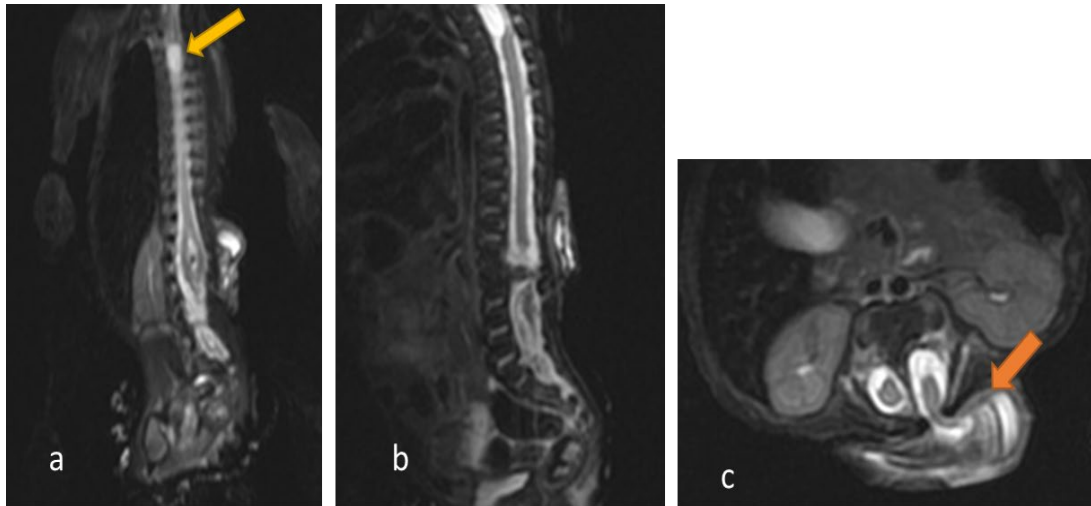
IRM médullaire en coupes sagittale (a) et axiale T2 (b) : réalisée chez un patient opéré pour une myéломéningocèle lombo-sacrée : notez la localisation basse du cône médullaire( flèchebleue).
